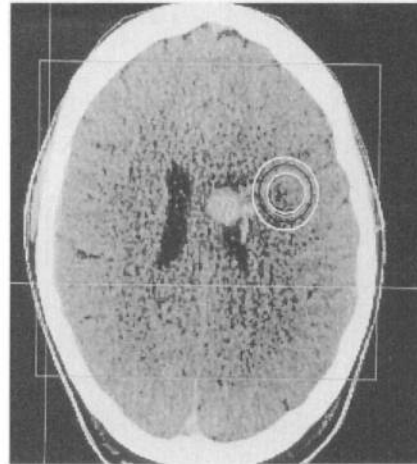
Patient BA: CT im stereotaktischen Ring mit auf das CT übertragene Bestrahlungsdaten. Der 15 mm große AVM-Nidus wird von einer 20 Gy nidusumschließenden 80%-Isodose umschlossen. Die Bestrahlung erfolgt über 1 Isozentrum. Der im Ventrikel gelegene Varixknoten ist nicht Bestandteil des Nidus!
